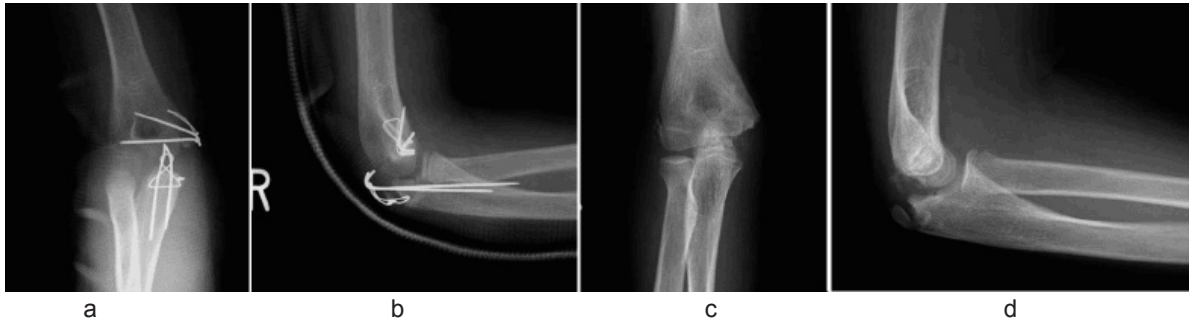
症例1 a,b: 術後単純X線像 c,d: 最終調査時 単純X線像
